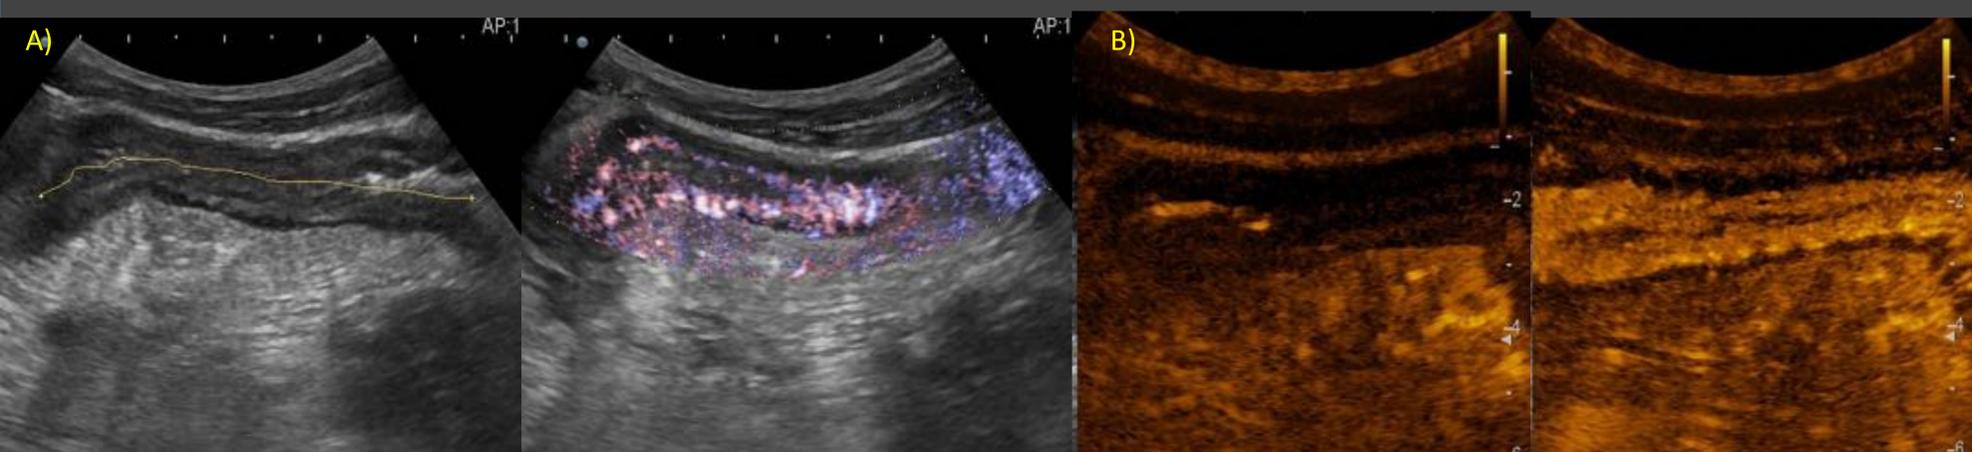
Crohn actividad cualitativa. Paciente con enfermedad de Crohn conocida. Valoración de la actividad de la enfermedad. A) Ecografía modo B: Segmento de ileon terminal con pared engrosada, aumento de la ecogenicidad de la grasa en vecindad y doppler color grado 3. B) Tras la administración de contraste se aprecia un intenso realce de la pared a expensas de la submucosa, compatible con enfermedad activa. C) Correlación con RM. Secuencias T2 y T1FS con cte. Engrosamiento parietal que realza intensamente tras gadolinio.
